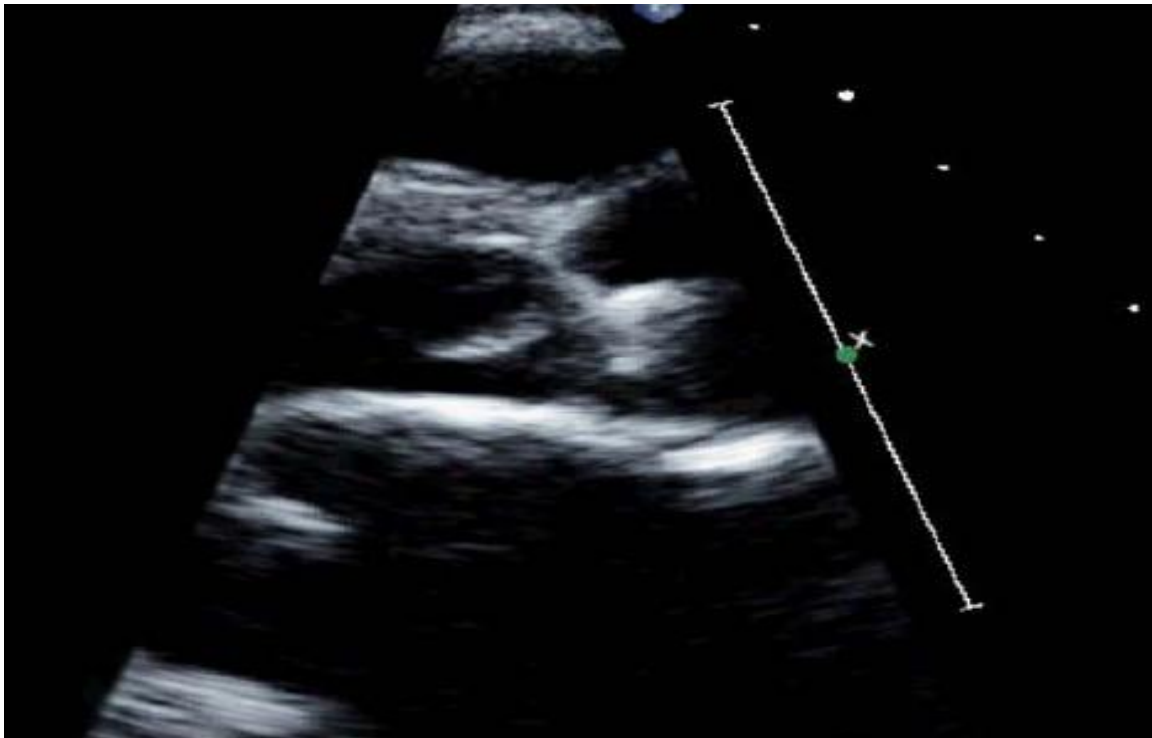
Echocardiographie mettant en évidence la présence d'une végétation sur la valve aortique.
